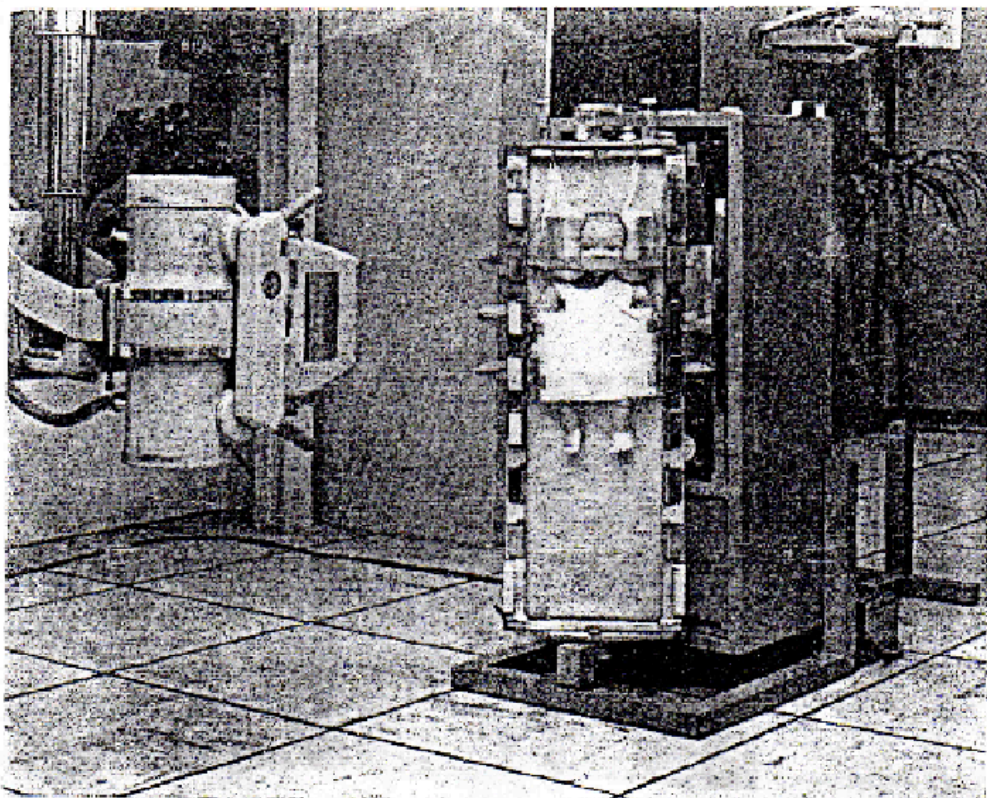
Tomographe pédiatrique en position verticale.
